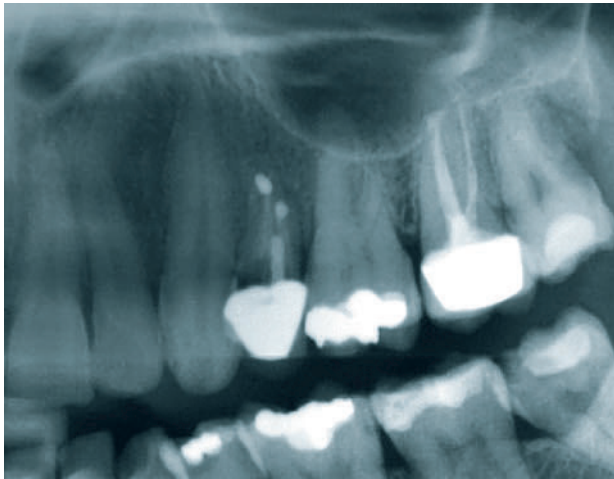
Röntgenaufnahme: Kariöser Zahn 25 an Position 24 (Ausschnitt aus PSA).
